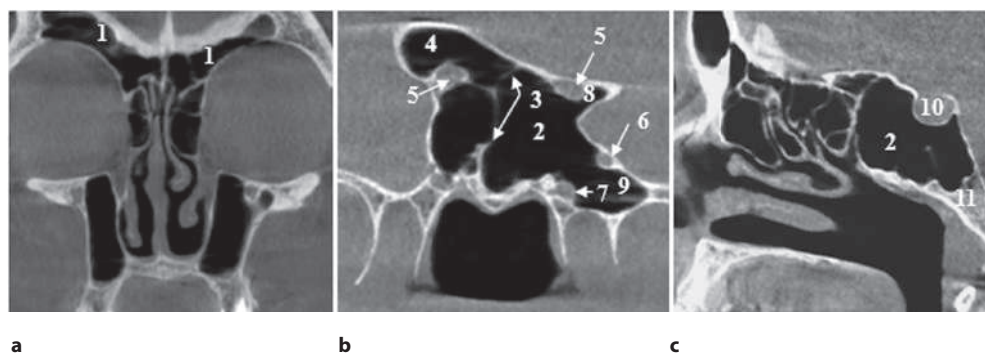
Пациентка Б. КЛКТ, фронтальные (а, b) и сагиттальный (с) срезы: 1 – лобные пазухи; 2 – клиновидная пазуха; 3 – перегородка клиновидных пазух; 4 – клетка Оноди; 5 – протрузия зрительных каналов в полость клиновидных пазух; 6 – круглое отверстие (протрузия верхнечелюстного нерва); 7 – протрузия крыловидного канала в полость клиновидной пазухи; 8 – верхнебоковой карман; 9 – нижнебоковой карман; 10 – турецкое седло; 11 – базилярная часть затылочной кости
